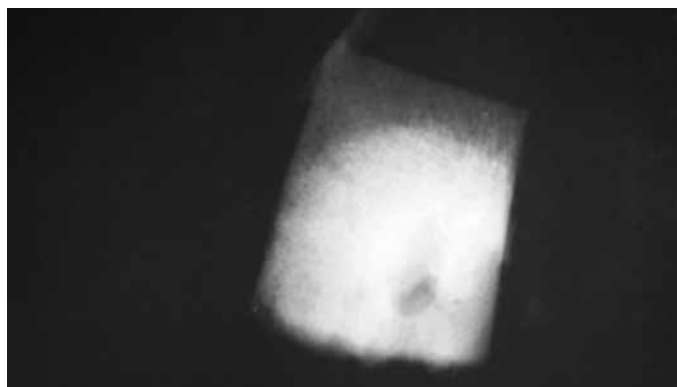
Caso 1: radiografia da peça cirúrgica: osso íliaco direito. Observa-se o *nidus* ressecado e a esclerose óssea.
